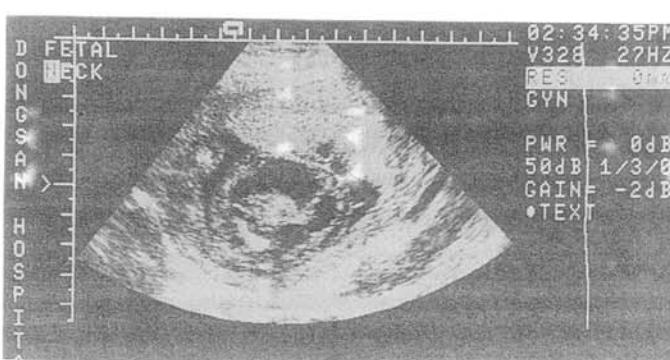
Ultrasonography showing multiple septated cyst on neck with systemic edema.
